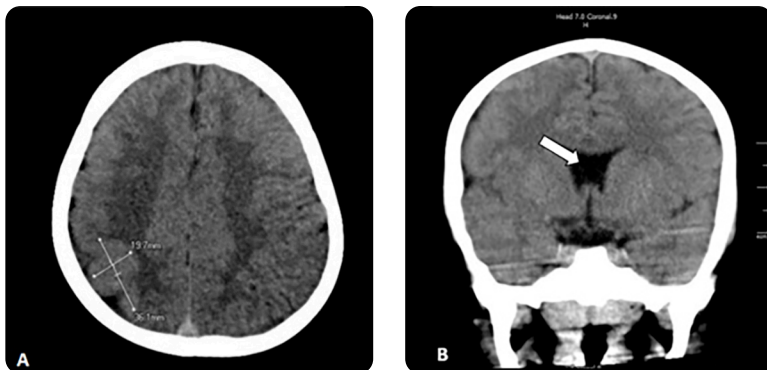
Paciente masculino de 3 años de edad con diagnóstico de síndrome convulsivo no especificado. TC de cráneo simple. a) Corte axial: se identifica engrosamiento focalizado de la sustancia gris cortical en la unión frontoparietal derecha, que se extiende en aproximadamente 3,6 cm en su eje longitudinal por 2 cm de espesor, con prominencia de los surcos adyacentes, sin evidencia de compromiso de la sustancia blanca, compatible con displasia cortical. b) Corte coronal: ausencia de septo pelúcido.
